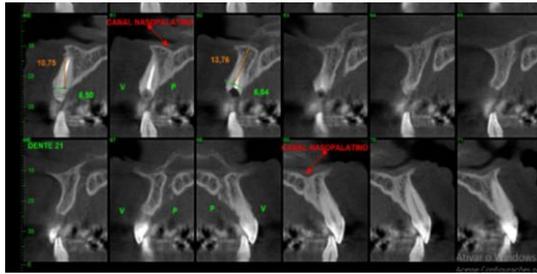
Exames iniciais: tomografia computadorizada.
